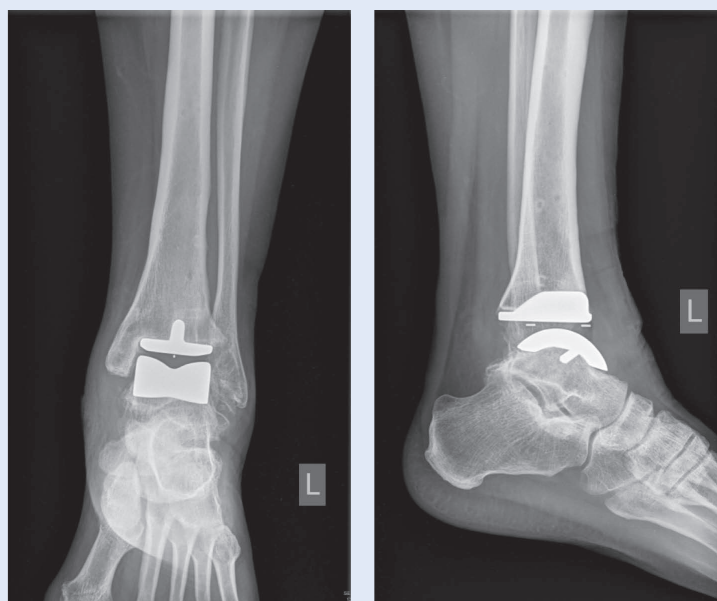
Prijeoperacijske RTG snimke gležnja: anteroposteriorni, laterolateralni i Saltzmanov snimak
